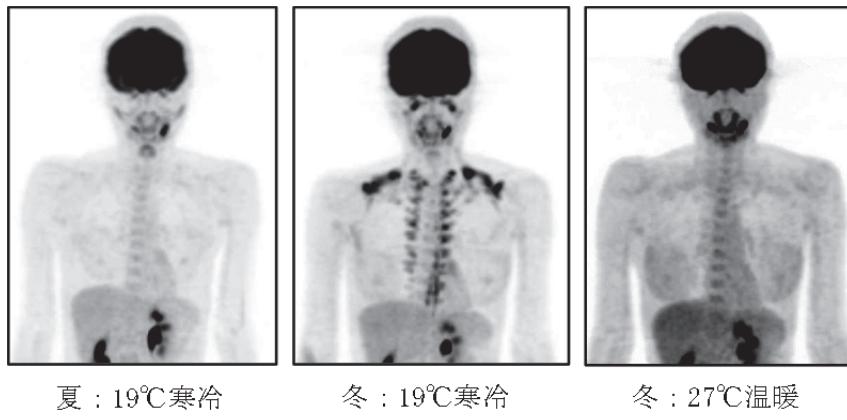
FDG-PET/CTによる褐色脂肪の検出
